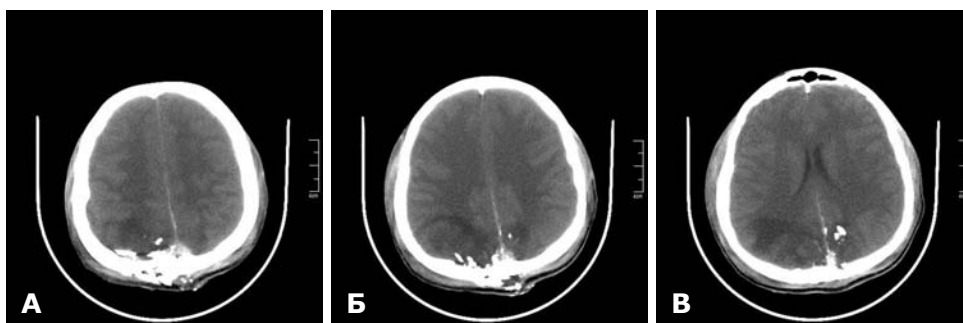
СКТ головного мозку до операції. Мозковий режим. А — багатоуламковий вибуховий перелом правої тім'яної кістки. Ознаки набряку мозку у вигляді нечіткої візуалізації конвексимальних борозн та звивин; Б — вибуховий перелом з відокремленням зовнішньої та внутрішньої пластинок тім'яної кістки; В — перелом в проекції верхнього сагітального синуса, кістковий фрагмент в лівій тім'яній частці.
